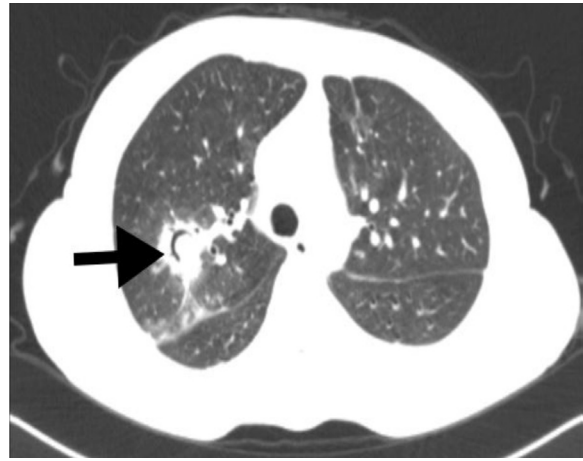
CT of the chest showing a 3-cm ground-glass opacity lesion with a cavitary component in the right hemithorax (black arrow).
